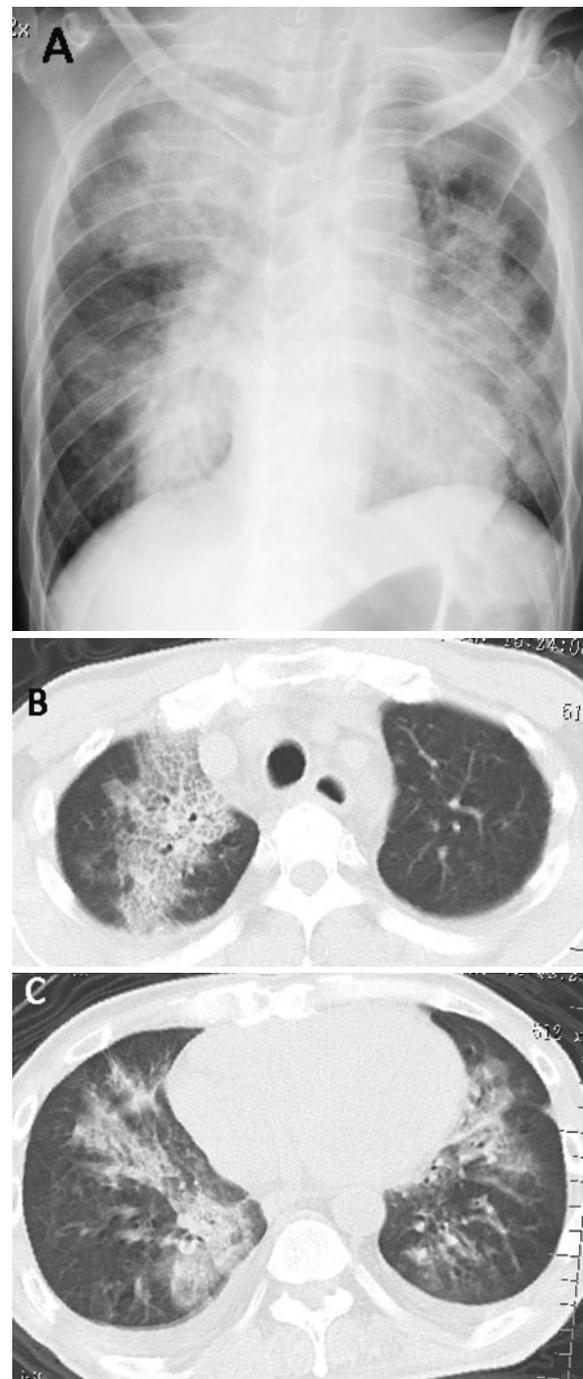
Chest imaging examination. (A) A chest radiograph (supine film in an anteroposterior view) on admission. Diffuse airspace consolidation was observed in the bilateral upper and middle lung fields. Bilateral perihilar ground-glass opacities (GGO) and a cardiomegaly were consistent with pulmonary edema. (B) A high-resolution computed tomography (HRCT) showing GGO with bronchiolitis characterized by bronchial wall thickening in the right upper lobe may indicate viral infection. (C) Bronchial wall thickening or consolidation raising suspicions of bacterial pneumonia are observed in the bilateral lower lobe.
